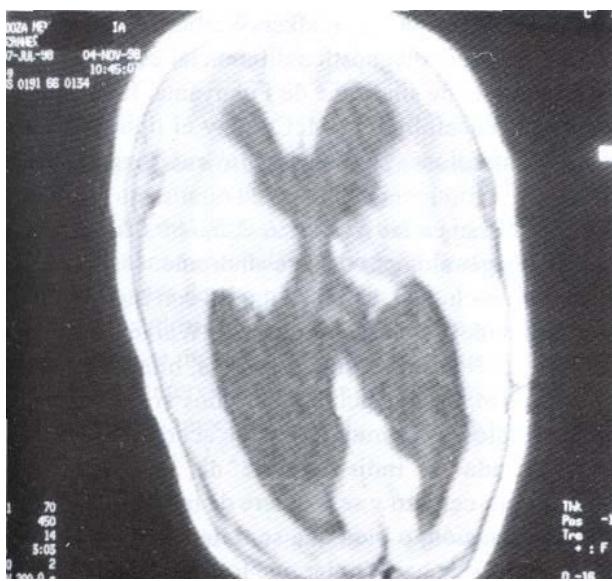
IRM-T1. Corte axial. Muestra lisencefalía generalizada con dilatación ventricular importante de los ventrículos laterales.
